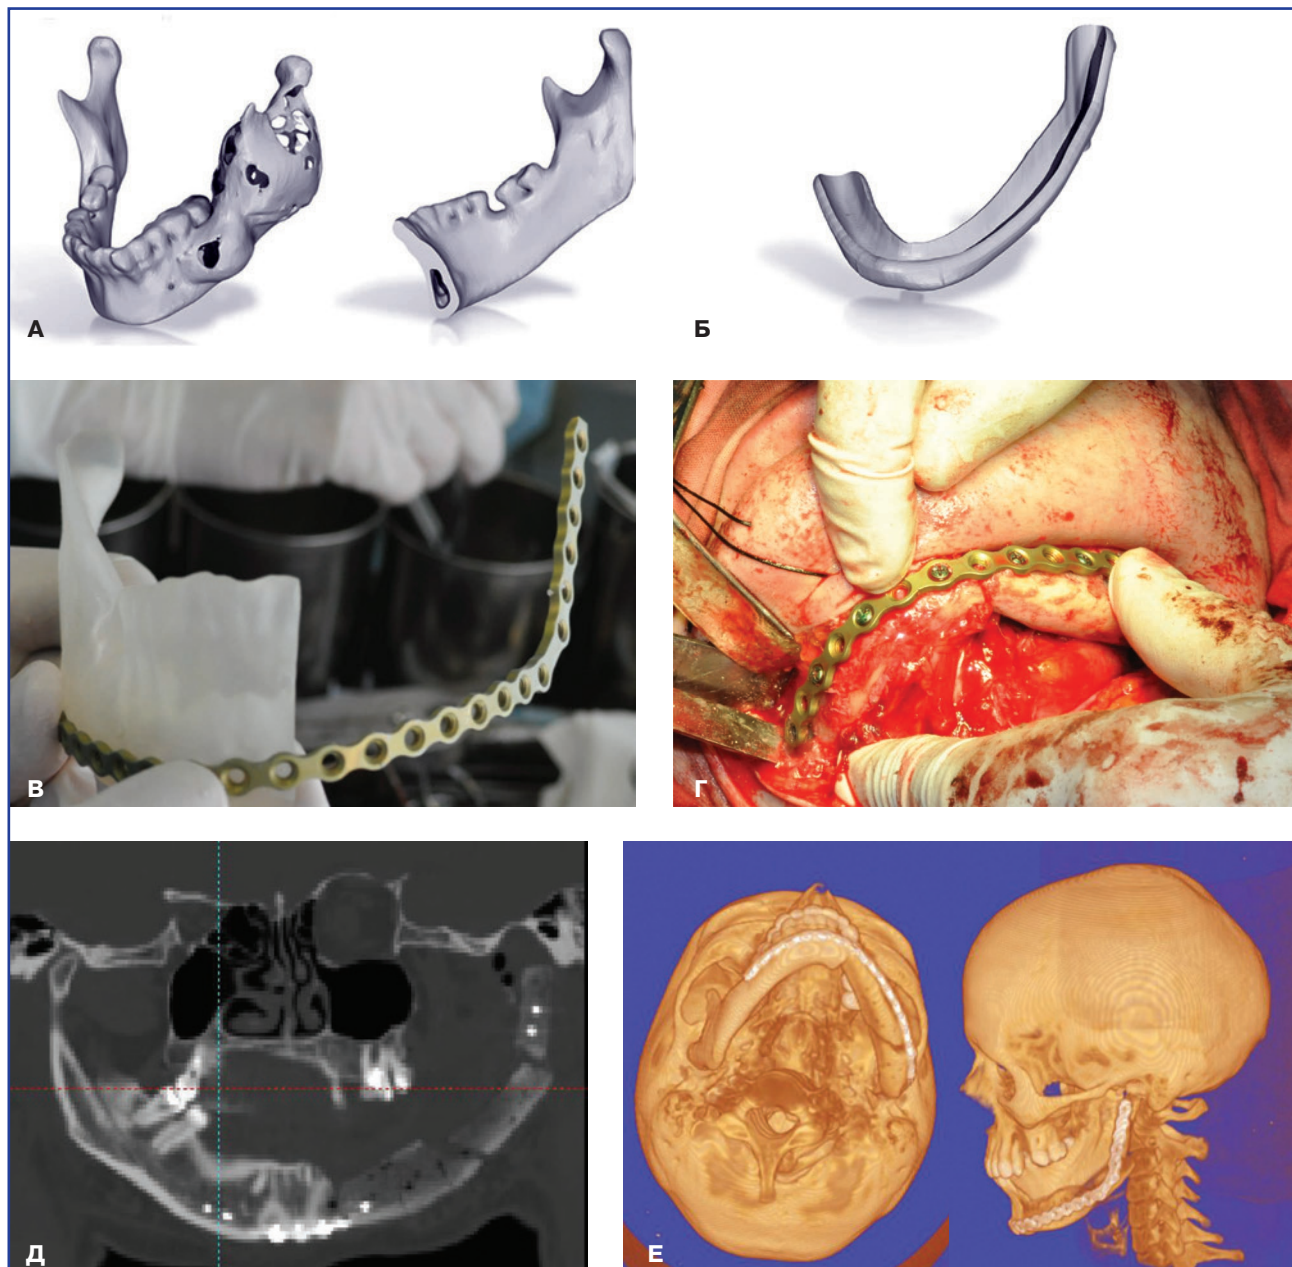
Усунення пострезекційного дефекту нижньої щелепи автотрансплантатом із гребеня клубової кістки із використанням індивідуального хірургічного шаблона, виготовленого за допомогою CAD/CAM технології: А. Віртуальна модель нижньої щелепи у пацієнтки з амелобластомою із відтворенням резекції в межах здорових тканин. Б. Моделювання хірургічного шаблона за дзеркально відображеною здоровою половиною щелепи. В. Вигинання реконструктивної пластини на стереолітографічній моделі. Г. Заміщення дефекту автотрансплантатом, форму якого визначали, використовуючи хірургічний шаблон. Д. КТ пацієнтки після операції. Е. Віртуальна модель кісток черепа після реконструкції нижньої щелепи
